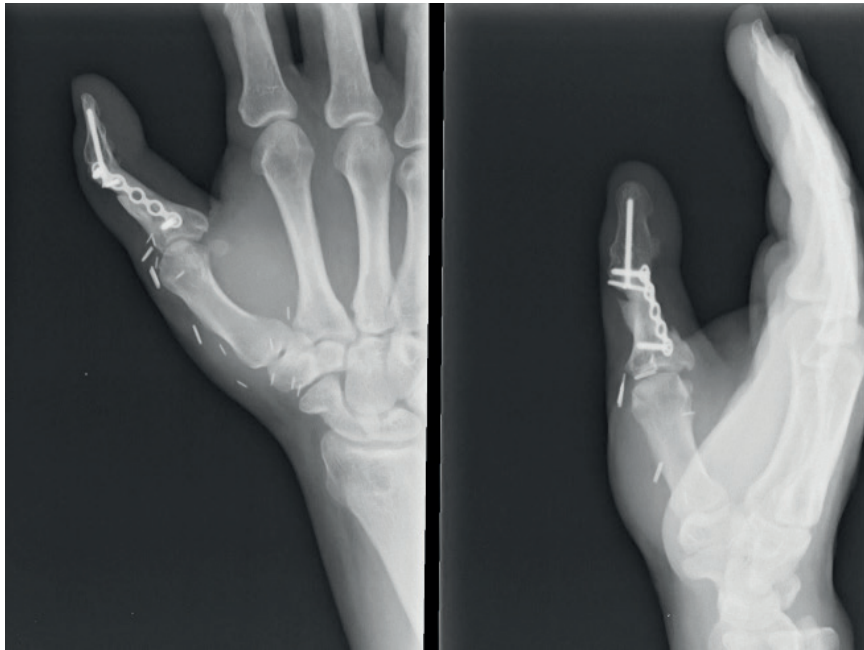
Radiografias a los 4 meses con consolidaci3n y resoluci3n de la pseudoartrosis.
